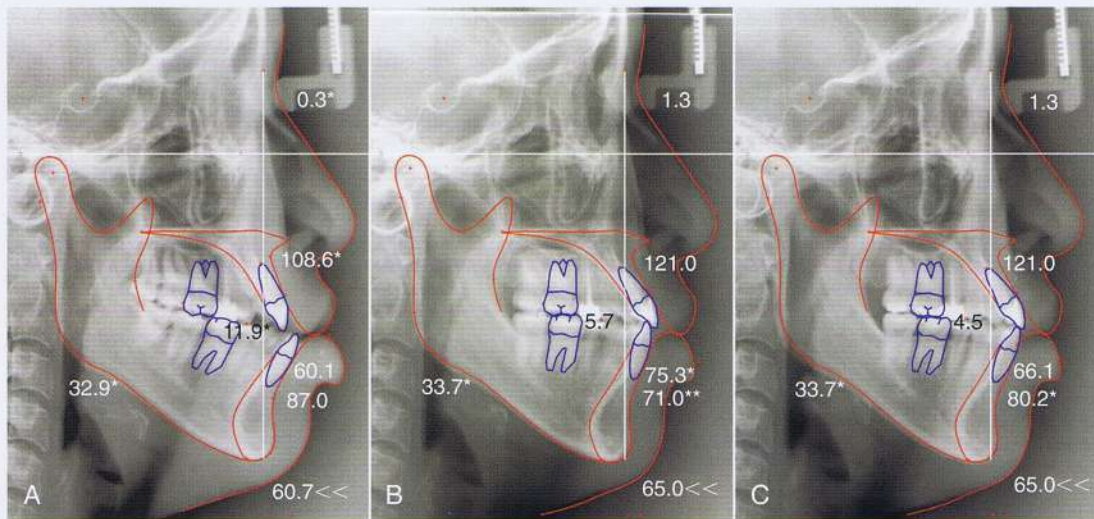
Radiografías y trazados cefalométricos (A) pre (B) post-tratamiento de PY.C, retención. Nótese los cambios en el plano oclusal y en la inclinación de los dientes posteriores en la radiografía cefalométrica post-tratamiento.
